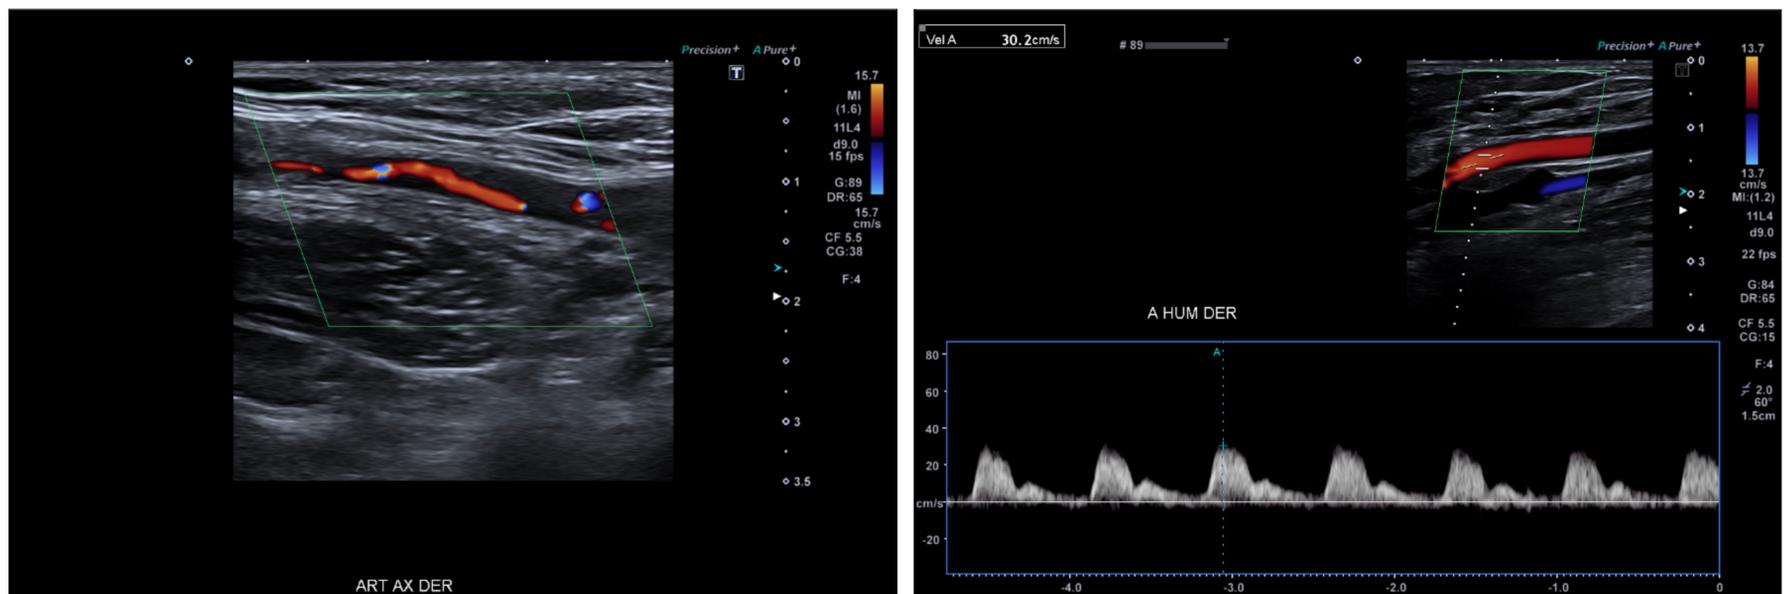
SOT arterial. Ecografía Doppler color. Se observó un área de estenosis en la arteria axilar derecha, con imagen en desfiladero al Doppler color compatible con estenosis crítica (izquierda). Distalmente se evidenciaron flujos monofásicos de bajas velocidades, de tipo post obstructivo (derecha).
